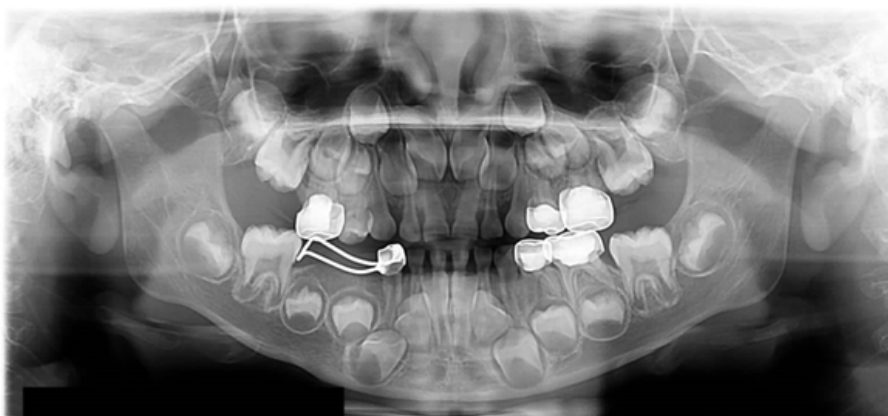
Radiografía panorámica final, en donde se observan restauraciones de acero cromo ajustadas y zapatilla distal en posición correcta.
